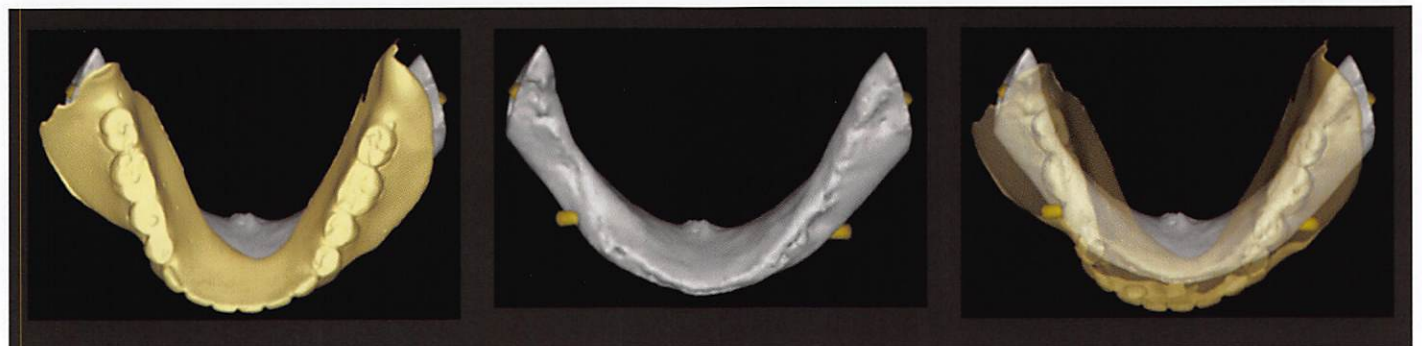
CT-模型データ合成後の三次元像。同じ角度からの観察像であるが、ワンクリックで義歯、粘膜面の透過性を変えることが可能であり、直感的にZoning診断を行うことが可能である。
